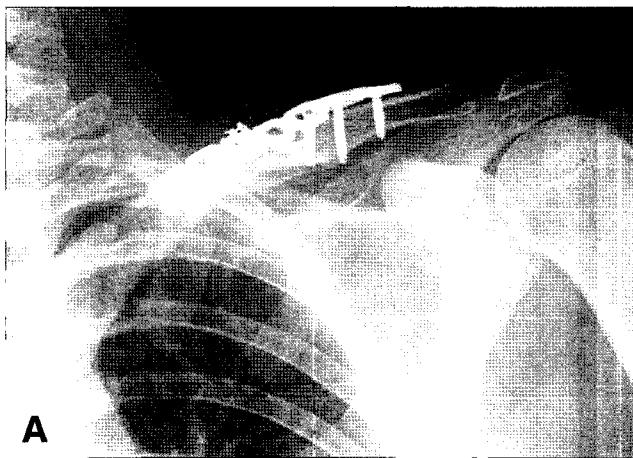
(A-B) The radiograph 4month after operation shows complete union.
